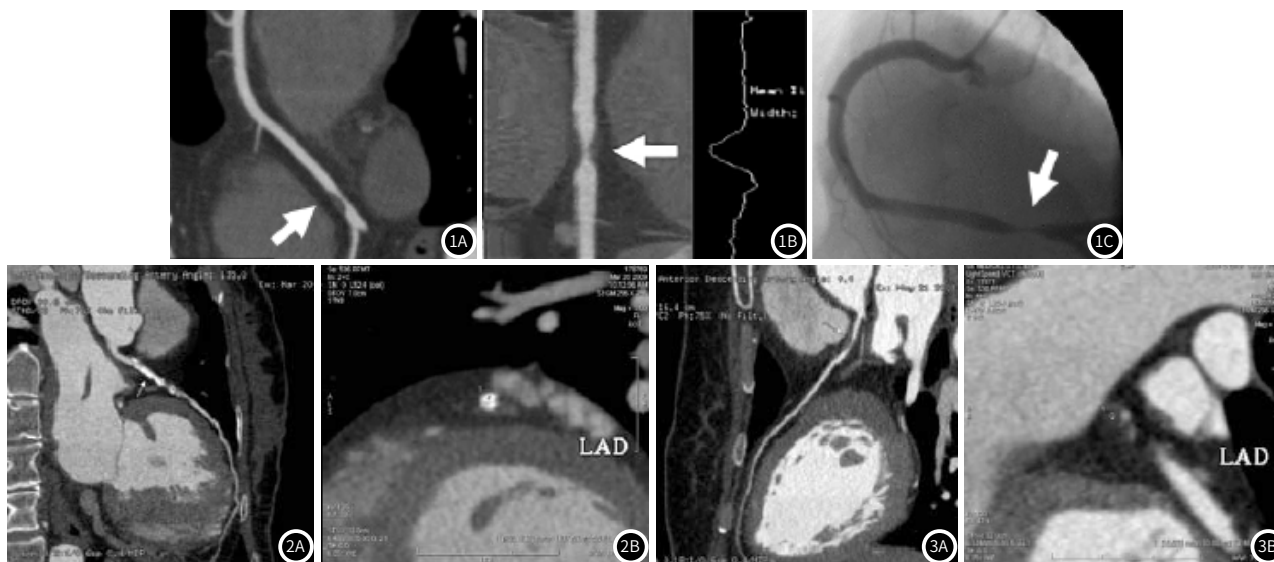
1B 行为重度冠脉狭窄患者RCA远端CTA图像; 图1C 对应的DSA图像。图2 钙化斑块, 图2A显示LAD近、中段高密度斑块; 图2B显示轴位像侧得斑块CT值1037.50HU。图3 软斑块, 图3A显示做冠脉主干、LAD近端偏心性斑块(CPR像); 图3B显示轴位像斑块CT值33.88HU。
